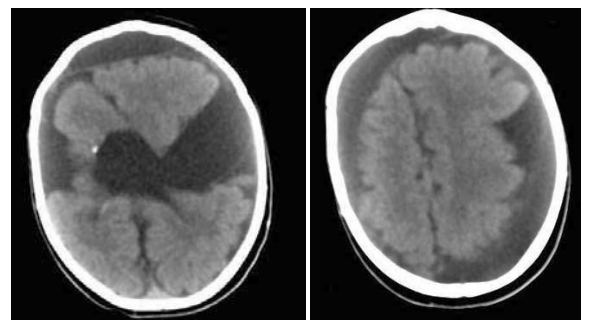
Caz 5. CT-scan cerebral (secțiune axială): hidrocefalie internă și externă supratentorială pasivă cu aspect malformativ cu hipoplazia emisferelor cerebrale.
